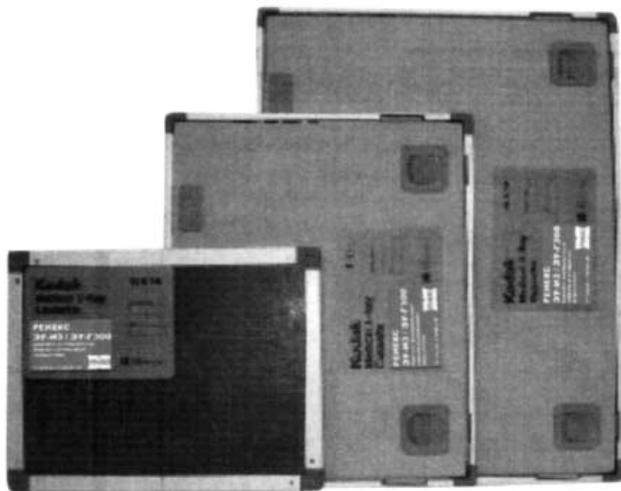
Рентгенографические кассеты.
